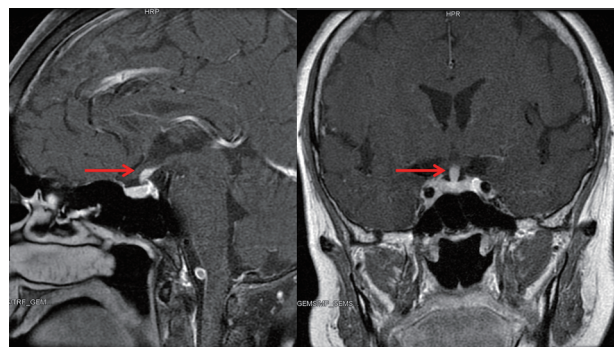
1 例 LCH 患者的垂体 MRI 冠矢状位, 箭头所示为垂体柄增粗
